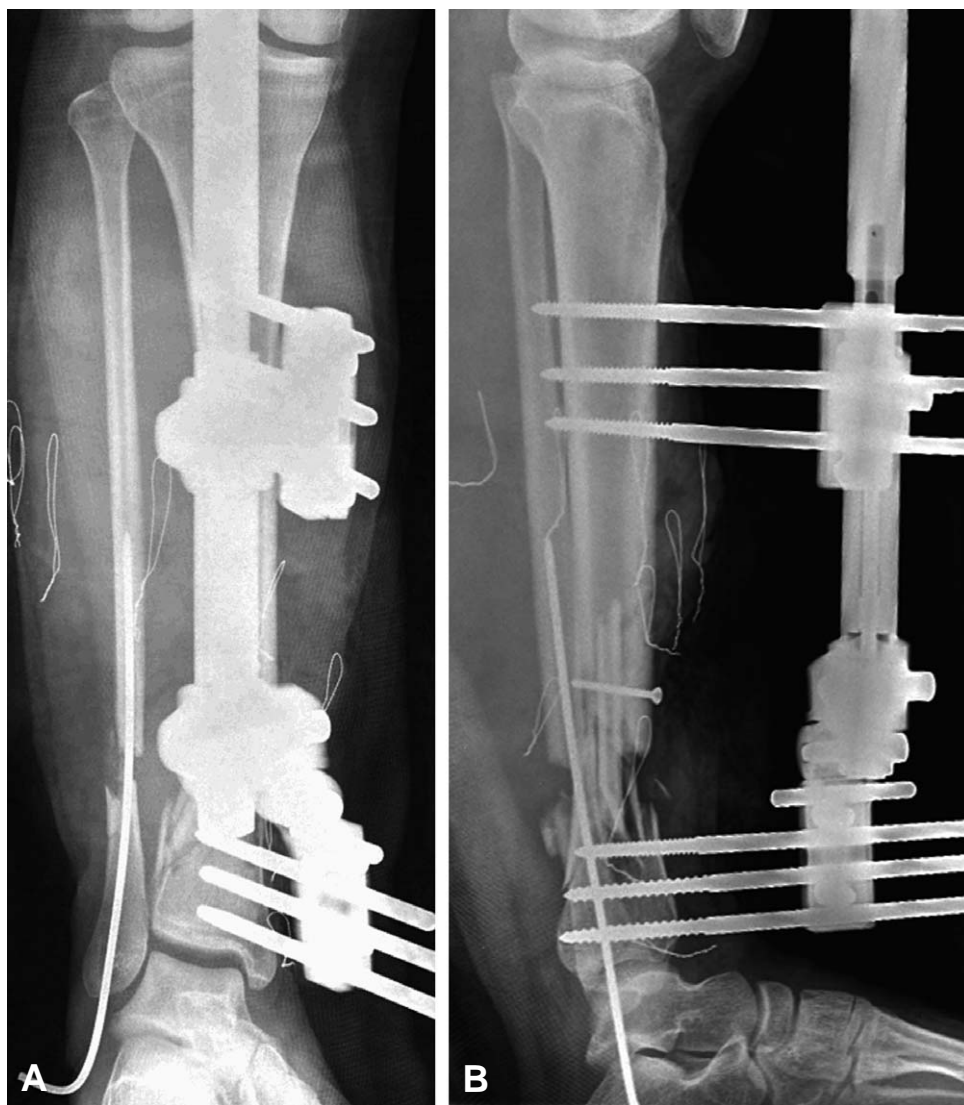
Radiographs after acute shortening of the tibia at the fracture site with free interpositional fibular strut bone graft. The fibula was fixed with an intramedullary S-pin. (A) AP view. (B) Lateral view.
